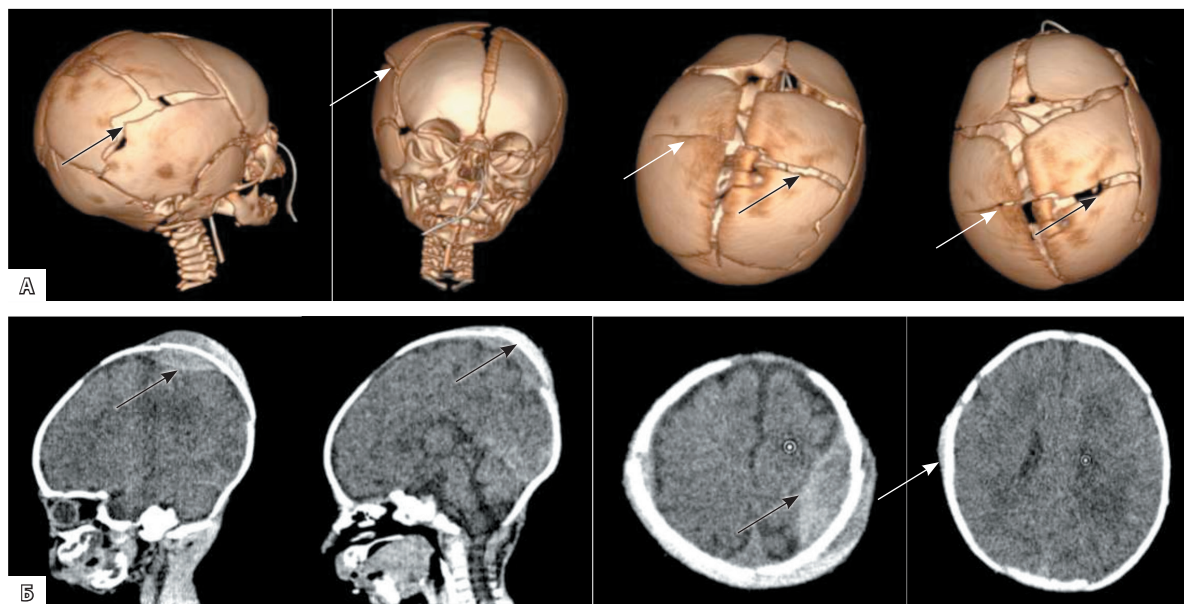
Пациент Ш., 14-й день жизни. Мультиспиральная компьютерная томография головы: А – 3D-реконструкция костей черепа, стрелки указывают на переломы теменных костей черепа (положительная динамика, уменьшение диастаза); Б – компьютерно-томографические изображения головного мозга в сагиттальных и аксиальных срезах, стрелки указывают на эпидуральную и подкожную гематому (положительная динамика, уменьшение объема гематом)
